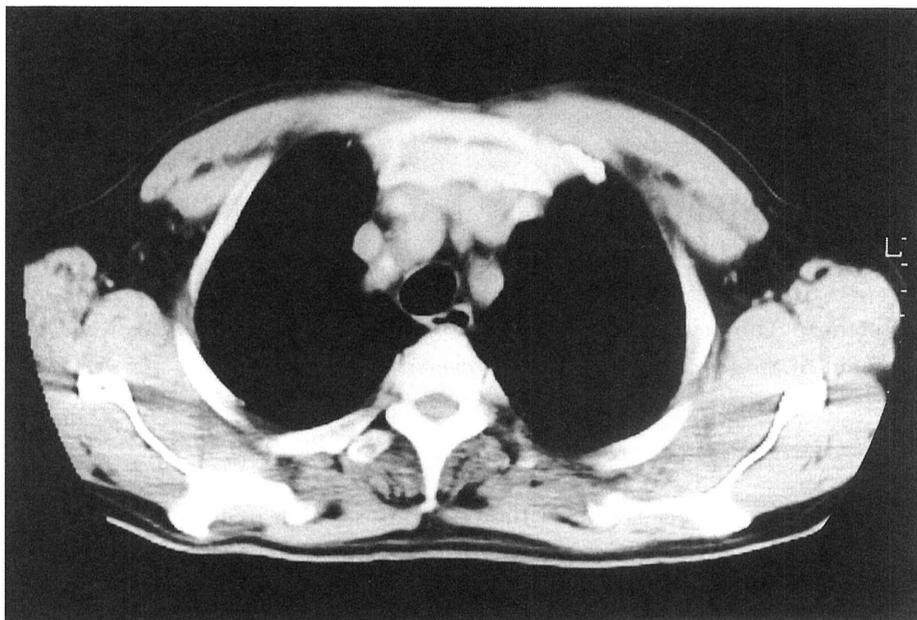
Chest CT shows the buckled innominate artery.
